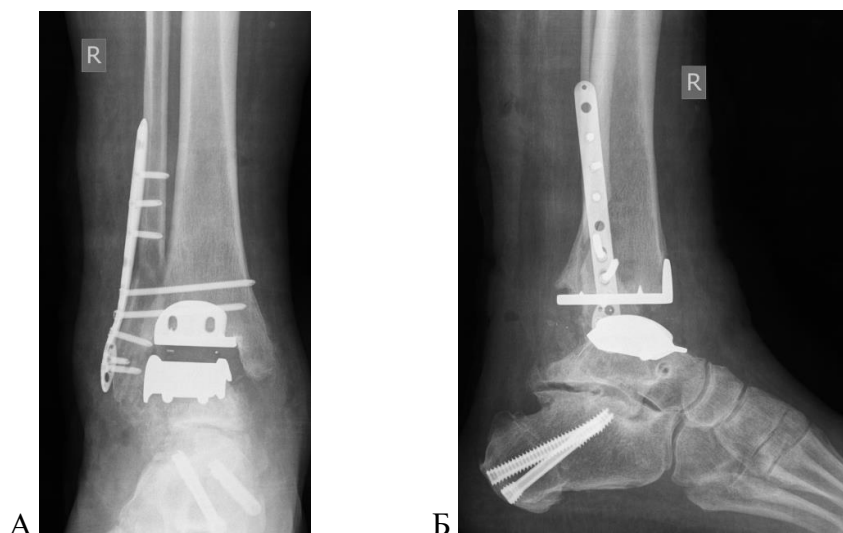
Пациент Г.: рентгенограммы после ревизионного вмешательства на голеностопном суставе
